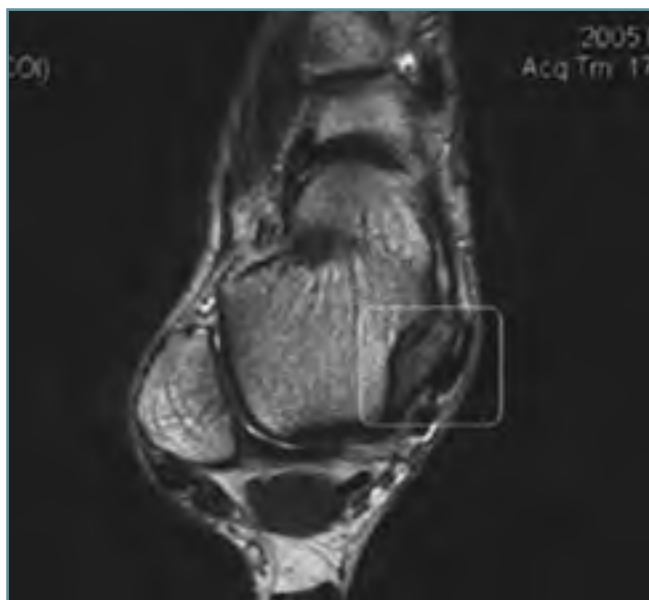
Visualización del engrosamiento del ligamento deltoideo en un corte axial de RM del tobillo.
